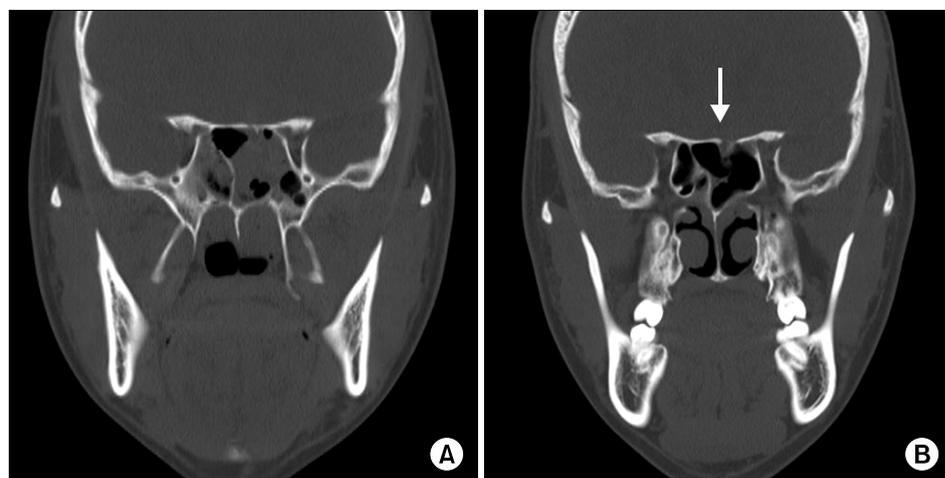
Coronal computed tomography scan at the time of head trauma (A) and 5 months later (B). The bony defect in the roof of the sphenoid sinus (vertical arrow) was fairly enlarged compared to the fracture line across the roof of the sphenoid sinus at the time of the head trauma (A).
